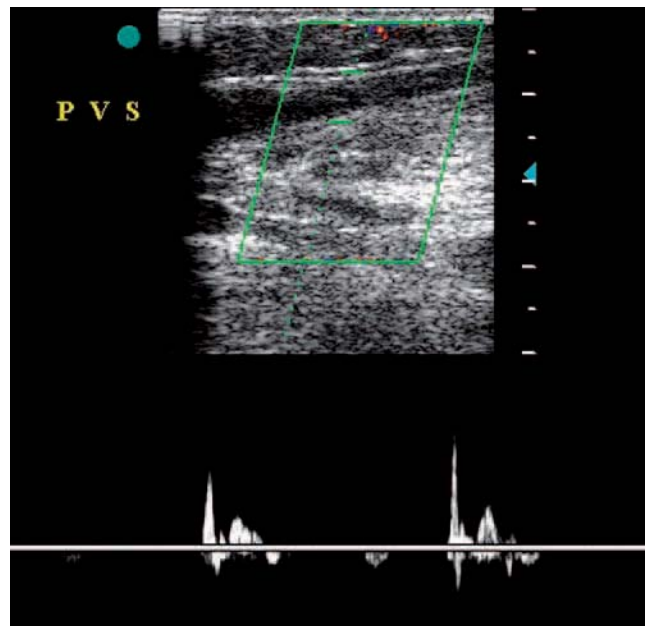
L'exploration écho-Doppler pulsé montre l'absence de reflux veineux dans le tronc de la petite veine saphène gauche
